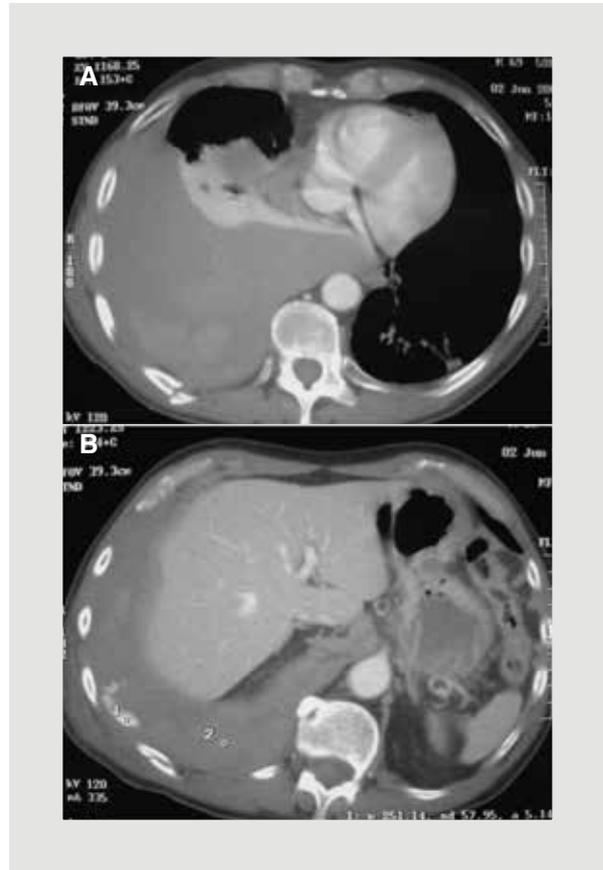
A: Paciente politraumatizado, por caída de altura de 5 metros al que se le realiza estudio de tomografía computada con medio de contraste intravenoso y en el que se demuestran fracturas costales derechas y hemotórax postraumático; B: Paciente politraumatizado, por caída de altura de 5 metros al que se le realiza estudio de tomografía computada con medio de contraste intravenoso y en el que se demuestran fracturas costales derechas, hemotórax postraumático con identificación del sitio de extravasación sanguínea caracterizado por las imágenes hiperdensas evidentes en la base pulmonar derecha.
